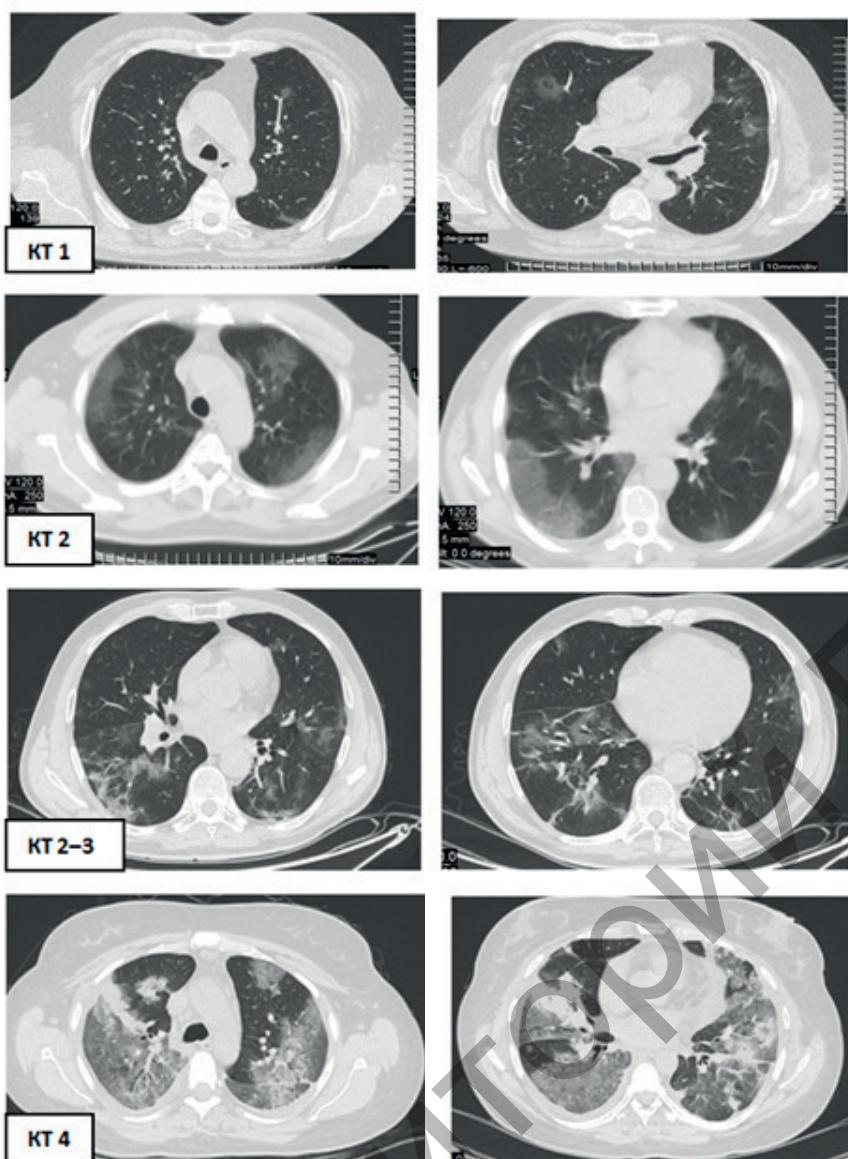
Компьютерная томография органов грудной клетки, аксиальные срезы в легочном «окне»
